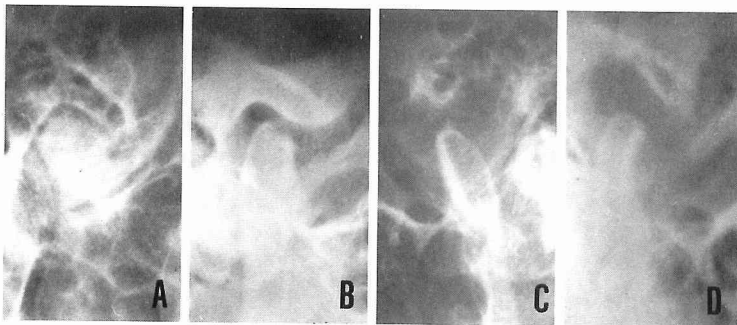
単純X線写真(Schüller法)により抽出される顎関節症患者に認められた骨の変化
